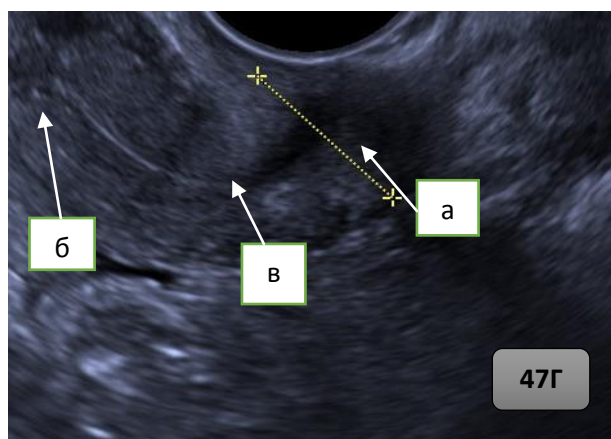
Рисунок 47Г. — Ультразвуковая томограмма шейки матки пациентки Б. через 1 год после окончания лечения: а) шейка матки; б) цервикальный канал; в) миометрий.
